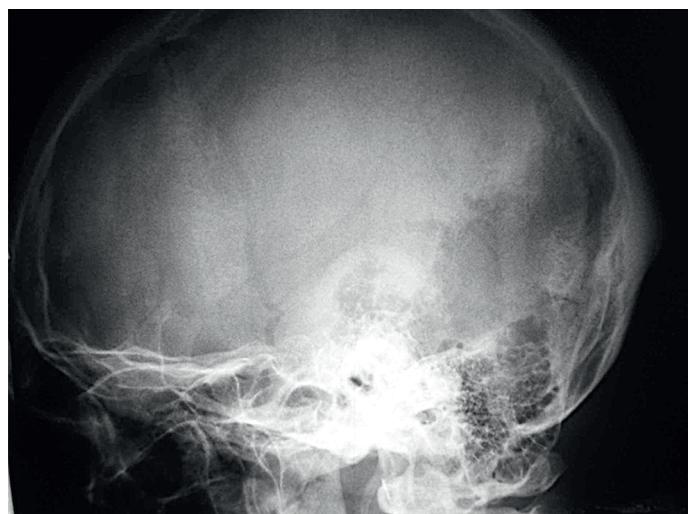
Пациент И., 17 лет. Диагноз: эозинофильная гранулема затылочной кости черепа. Рентгенограмма черепа в боковой проекции
